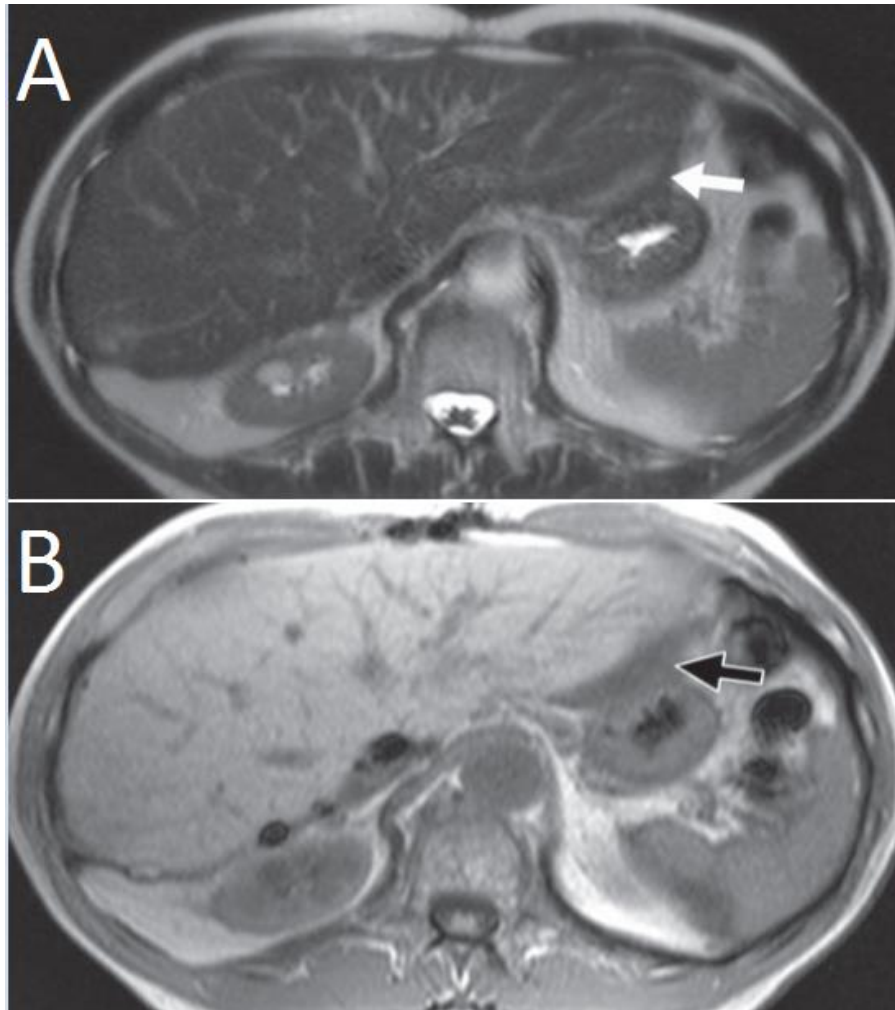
A IRM en coupe axiale pondérée en T1. B : IRM en coupe axiale pondérée en T2 Les images IRM montrent une masse bien définie (flèche) entre l'estomac et le foie
